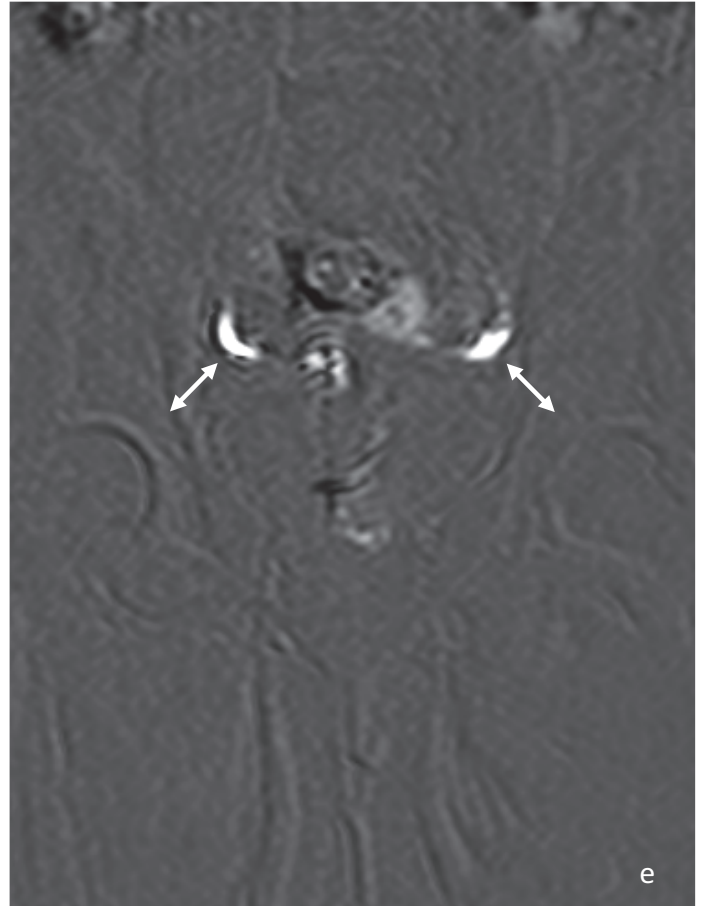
Hystérosalpingo-IRM normale.
